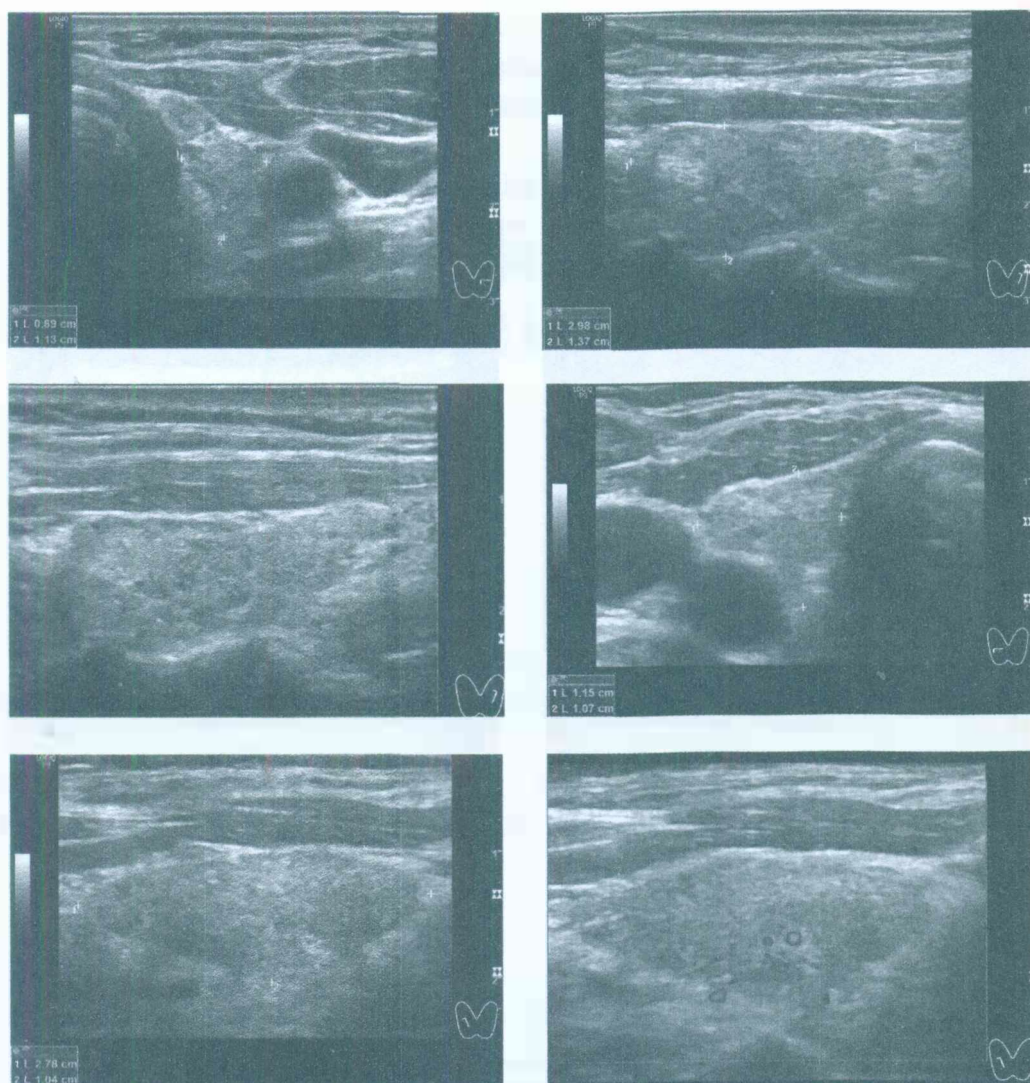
Левая и правая доля ЩЖ (поперечная и продольная проекции; режимы В и ЭДК) пациентки 72 лет (рост 160 см, вес 70 кг). Объем левой доли 1,5 мл, правой – 1,6 мл (общий – 3,1 мл). Интенсивность кровотока ослаблена до минимальной границы нормы (ПССК в системе ВЩА справа 20,4 см/с, слева – 20,9 см/с). Заключение: гипоплазия-гипотрофия ЩЖ 2-й степени (умеренная). Из анамнеза: с 2011 г. до проведения настоящего УЗИ принимала левотироксин, увеличивая дозу препарата с 50 мкг до 75 мкг (исходно был выявлен малый гипотиреоз с усиленной компенсацией (без гормональной помощи), т.е. состояние без показания к гормональной помощи: ТТГ 6,4 мЕд/л (0,4-4,0), Т4св. 11,1 пмоль/л (9-22), Т3 св. 5,3 пмоль/л (2,6-5,7)), АТ-ТПО 14 Ед/мл (<30), АТ-ТГ <20 Ед/мл. Объем ЩЖ в 2010 г. – 6,4 мл, 2013 г. – 5,2 мл, 2014 г. – 4,2 мл, 2015 г. – 4,1 мл, 2017 г. – 3,2 мл. АТ-ТГ с 2010 г. всегда в пределах нормы. АТ-ТПО несколько лет не превышали 43 Ед/мл (<5,6)
